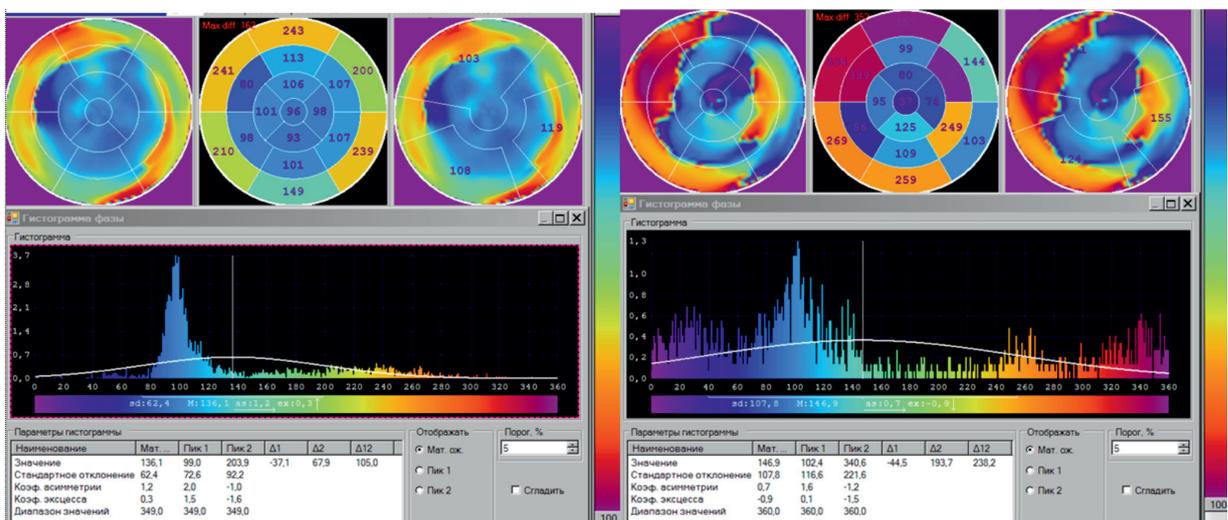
Перфузионная томосцинтиграфия миокарда с Tc99m-тетрофосмином: слева — фаза левого желудочка, справа — правого желудочка (описание в тексте)
